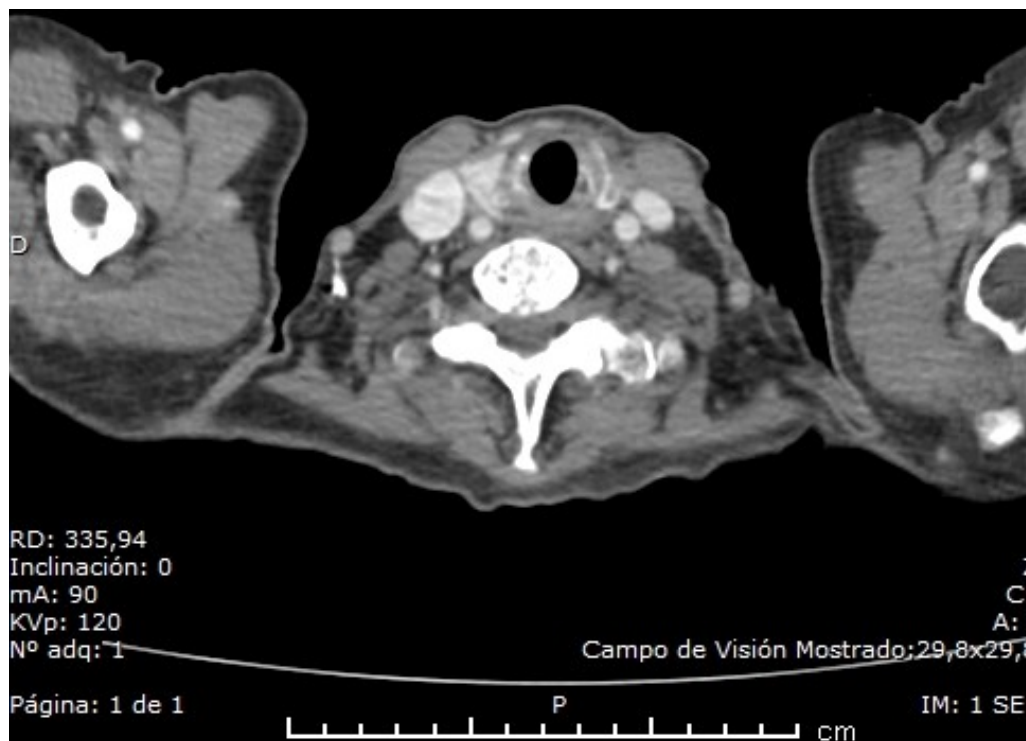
TAC contrastado de cuello. Nódulo tiroideo izquierdo de alto riesgo. Biopsia reporta: nódulo sólido tiroideo izquierdo, lesión folicular oncocítica con gruesa capa de tejido conjuntivo denso que presenta algunas calcificaciones, no se aprecia invasión vascular o perineural.
